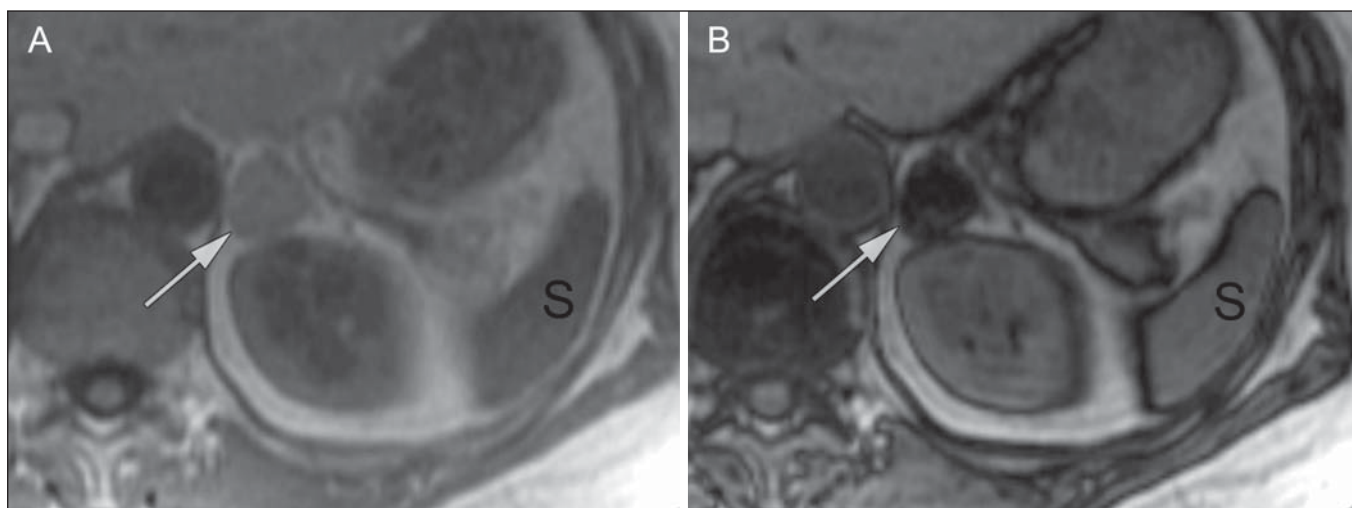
Nódulo adrenal identificado em TC realizada para o estadiamento de câncer do cólon (setas). O nódulo tem uma intensidade de sinal elevada, quando comparada ao baço, na imagem de RM “em fase” (A), mas essa relação é invertida na aquisição “fore-de-fase”, uma vez que o nódulo contém gordura microscópica (B). Esses achados são diagnósticos de um adenoma rico em lipídios. S, baço (spleen).
